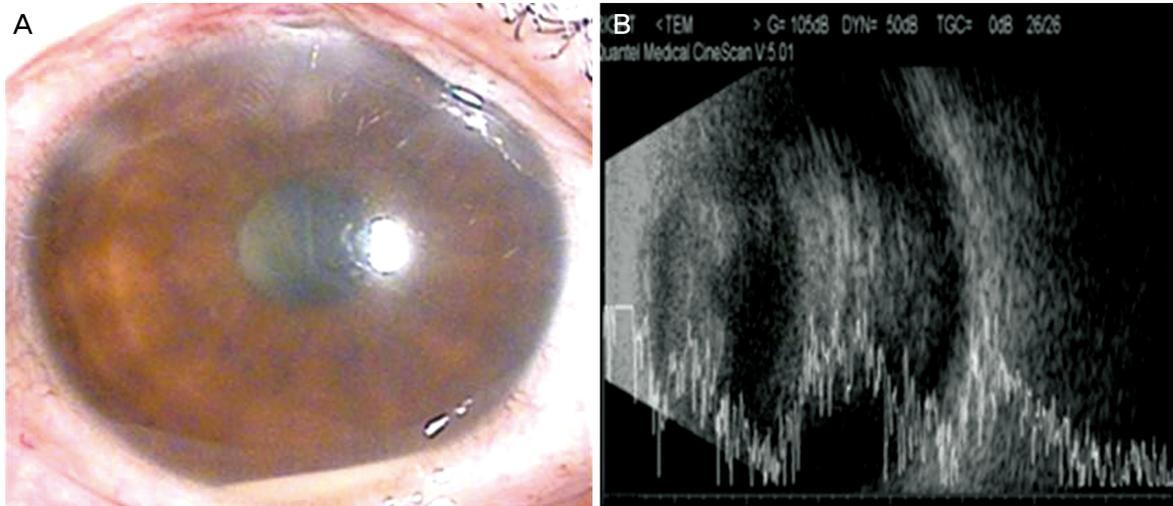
Anterior segment photograph and ultrasonogram at the the initial presentation. (A) Conjunctival injection, corneal edema and hypopyon were identified. (B) Heterogeneous vitreous opacity was observed.
